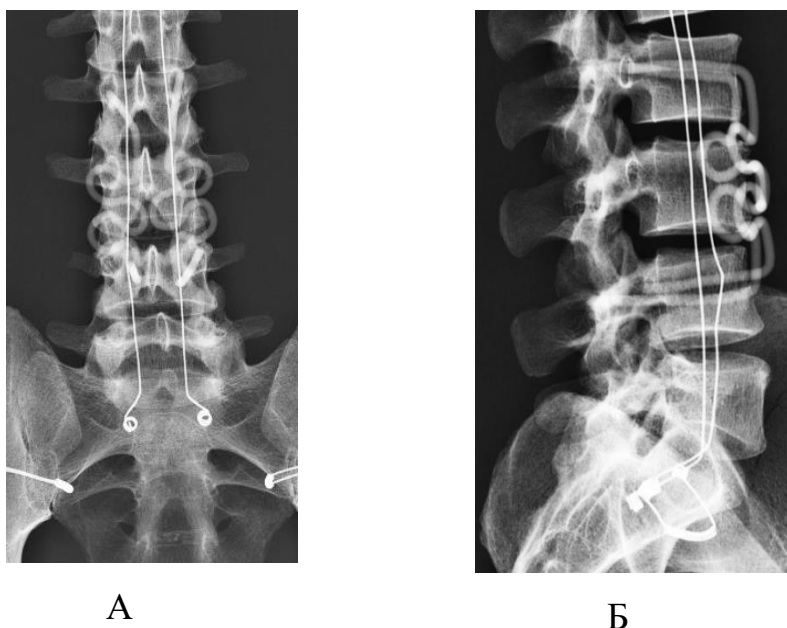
Рентгенологическая оценка расположения элементов фиксирующей конструкции в телах и корнях дуг позвонков трупа человека, прямая проекция (А), боковая проекция (Б)
